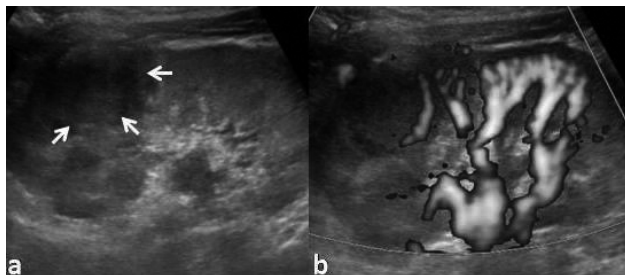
Focal acute pyelonephritis. (a) US scan (sagittal view) demonstrates a hypoechoic "mass" (arrows) in the upper pole of the right kidney, a finding that is worrisome for a solid tumor. (b) Power Doppler image (sagittal view) demonstrates diminished flow through the involved area.
